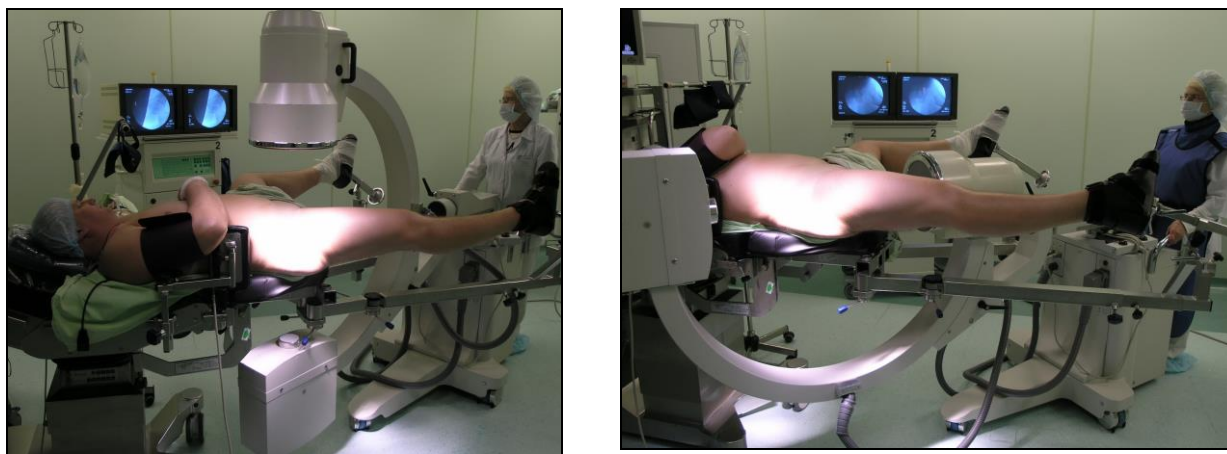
Предварительное рентгенологическое исследование.
